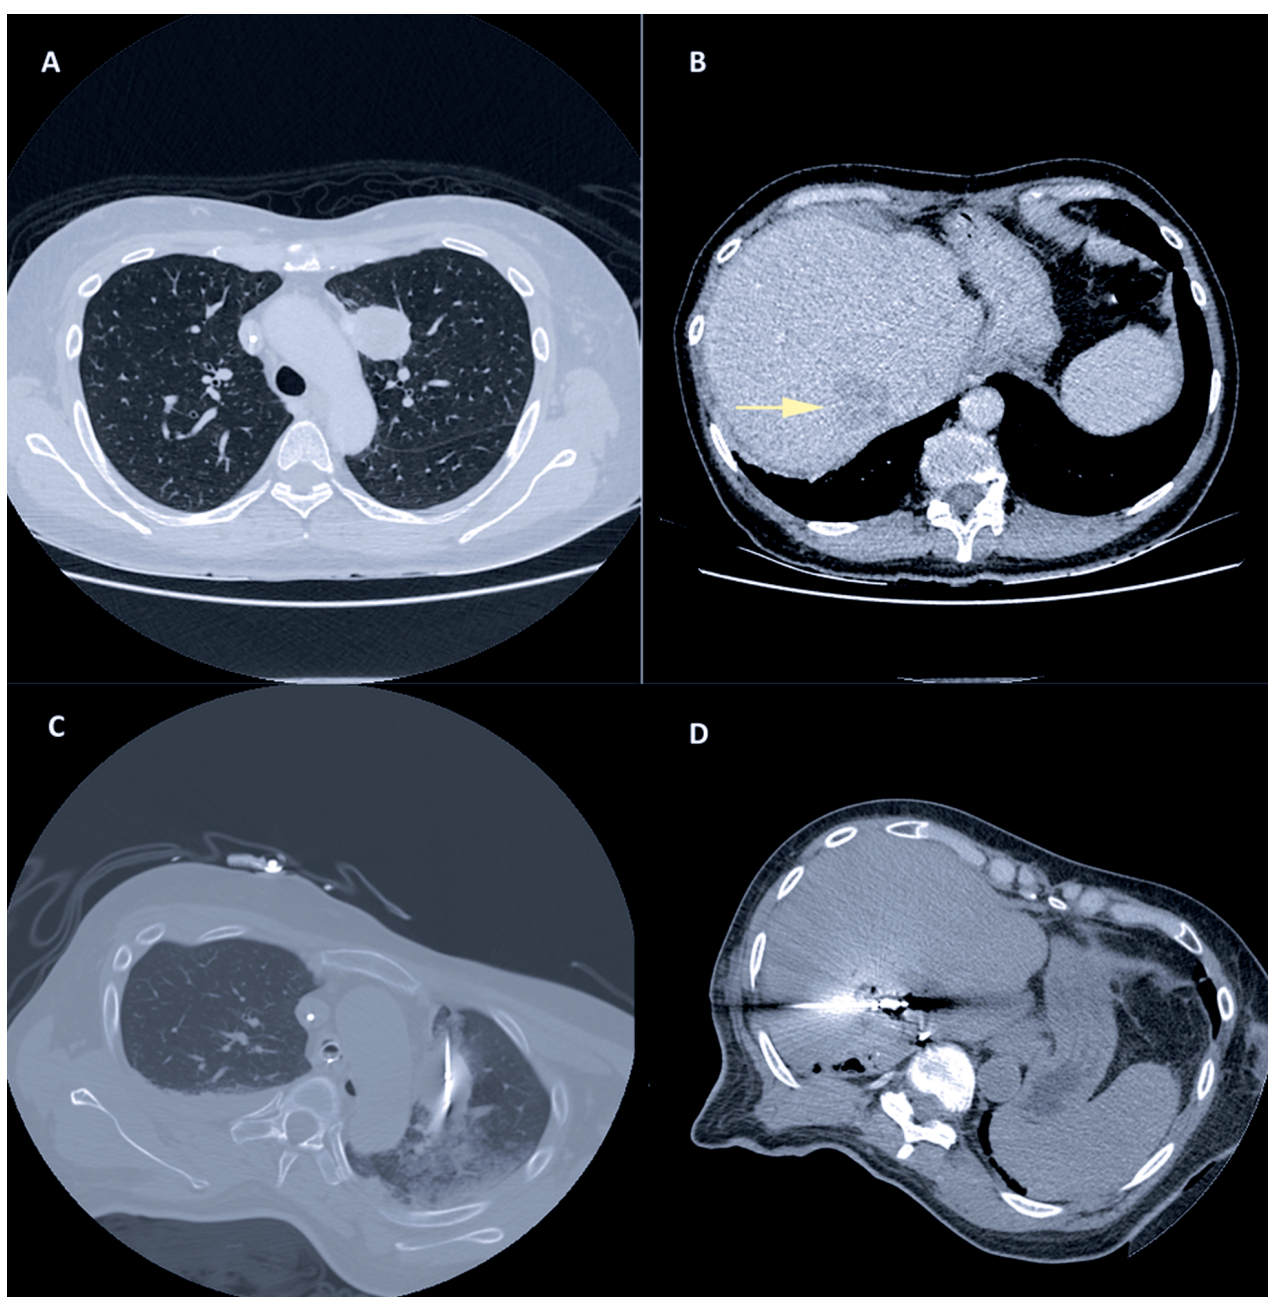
Paciente de 62 anos com dois implantes de 3,5cm de diâmetro de adenocarcinoma de cólon. Em A, TC de tórax demonstrando implante em lobo superior do pulmão esquerdo e em B, TC de abdome com contraste venoso em fase portal demonstrando implante entre as veias hepáticas direita e média. Ambas foram submetidas a ablação percutânea por microondas no mesmo ato cirúrgico. Em C observa-se o probe posicionado dentro da lesão pulmonar e em D na lesão hepática, onde pode-se notar a presença de focos gasosos no interior da lesão, decorrentes do rápido aquecimento do tecido por este tipo de tecnologia.
